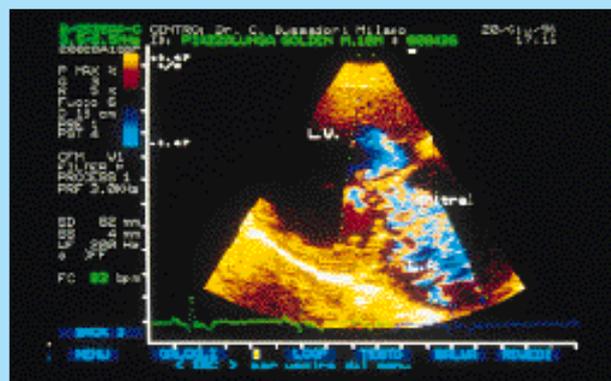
Ecocardiografia, scansione parasternale destra asse lungo. Ampio jet da rigurgito mitralico.
